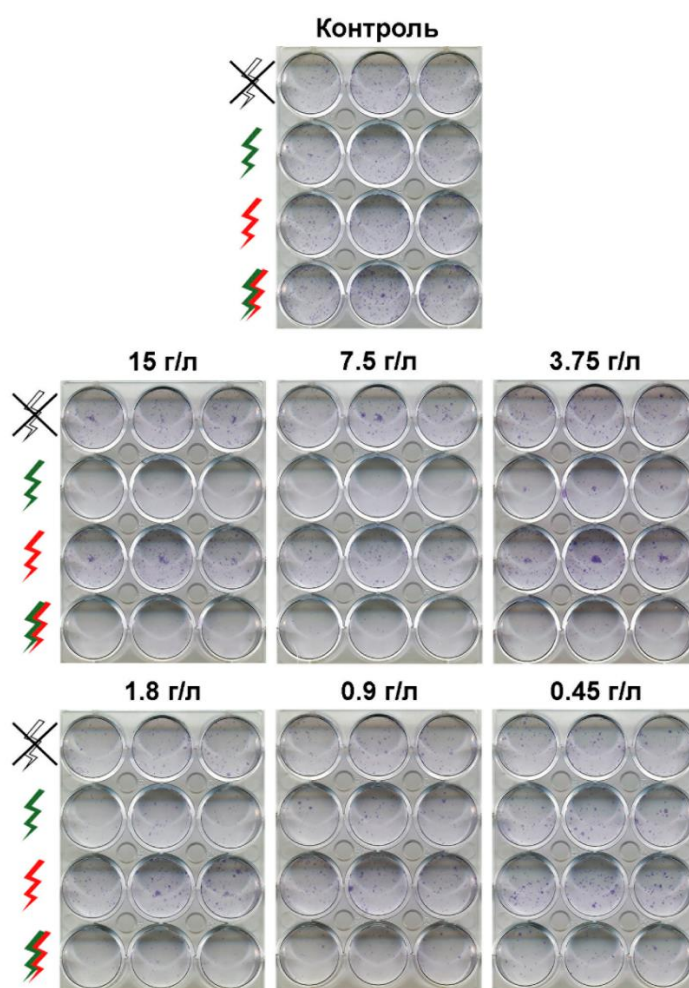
Клоногенный анализ. Оценка пролиферативной активности клеточных линий BT-NanoLuc после воздействия анти-HER2 PLGA и облучения лазерами: $\lambda_{ex} = 532$ нм, 808 нм или 532/808 нм в течение 10 мин.
